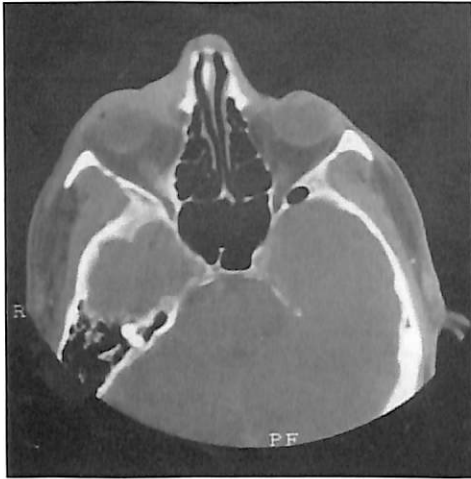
CT de seios paranasais, corte axial, mostrando seios etmoidal anterior e posterior juntamente com seio esfenoidal sem comprometimento.
